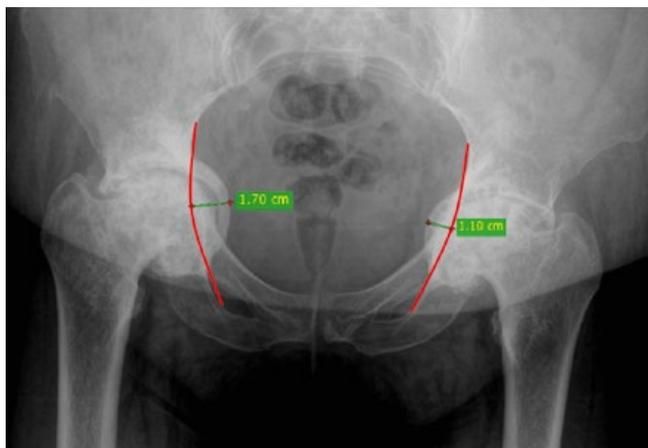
Рентгенограмма таза пациентки П. до операции в прямой проекции, ПК III степени справа, II степени слева, по классификации Sotelo-Garza A., Charnley J.
